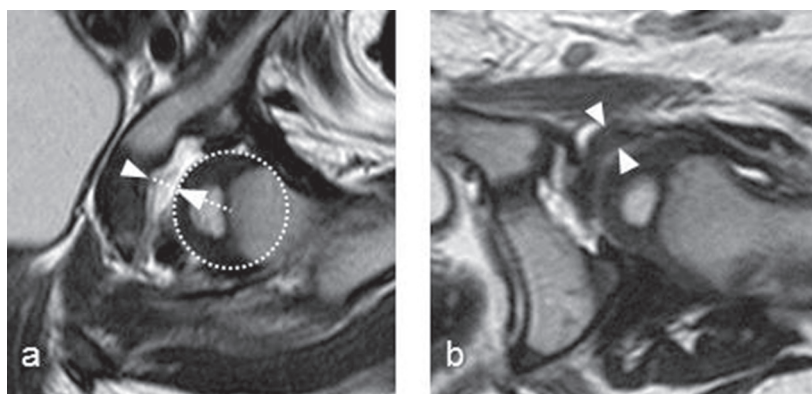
大腿骨頭臼蓋間距離と円靱帯，左股関節 MRI T2 強調像
